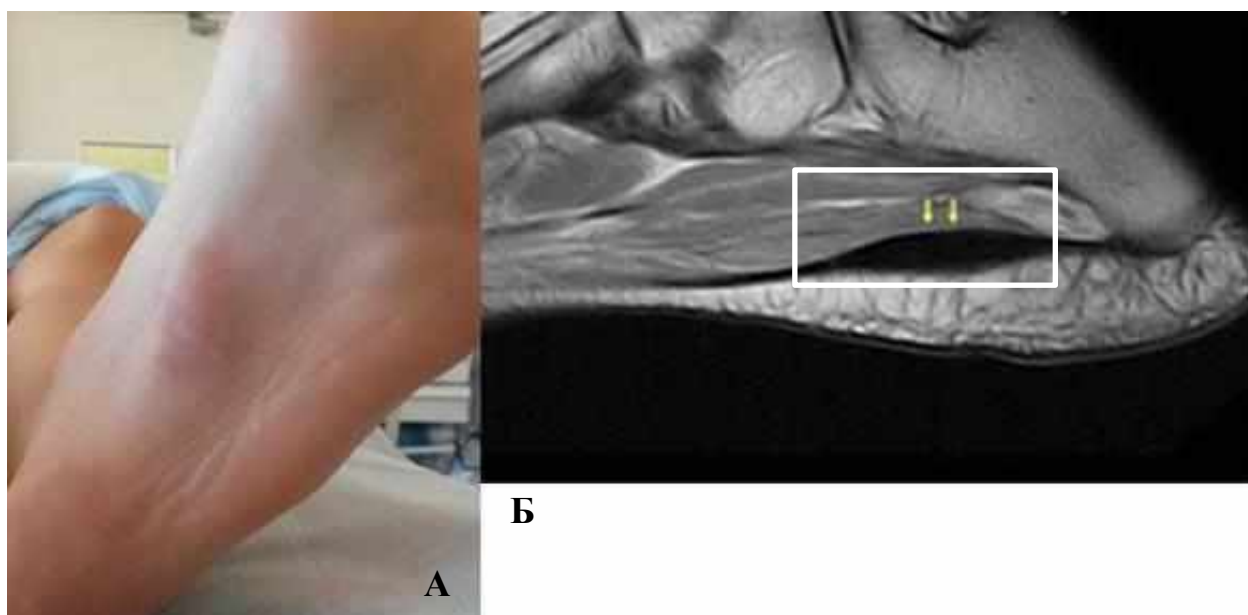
Хвороба Леддерхозе. А - вигляд підошовної поверхні; Б – МРТ картина.
